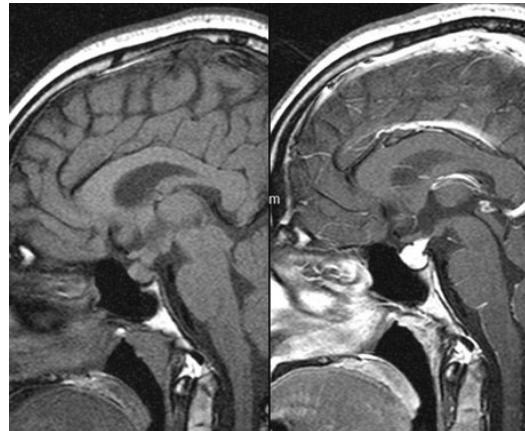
Sellar MRI after 45 days later. Previous Pituitary enlargement and Pituitary Stalk thickening was regressed 6.6 mm to 4.6 mm.
